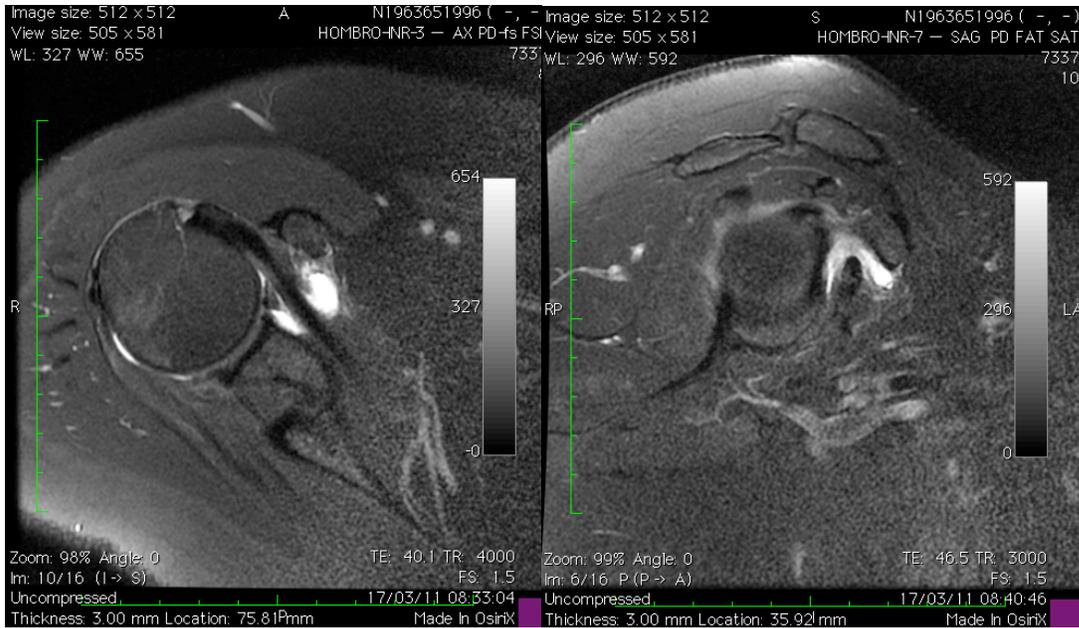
RMN en T2 pre quirúrgicas en corte Axial y Sagital en donde se observa, la presencia de tejido inflamatorio a nivel del musculo subescapular y ligamento coracohumeral. Presencia de engrosamiento de LCH y Capsula a nivel del receso inferior
